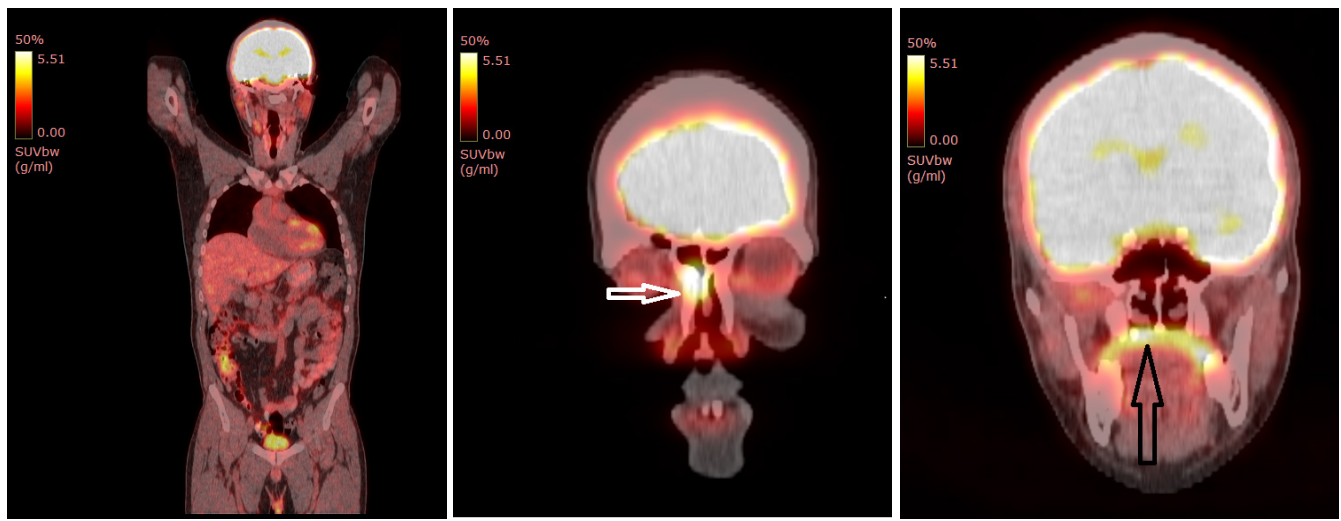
ПЭТ/КТ, корональная плоскость: а – все тело; б, в – череп. Отмечаются участки гиперфиксации 18F-ФДГ в правой крыло-небной ямке и верхнем носовом ходе справа (стрелка)
